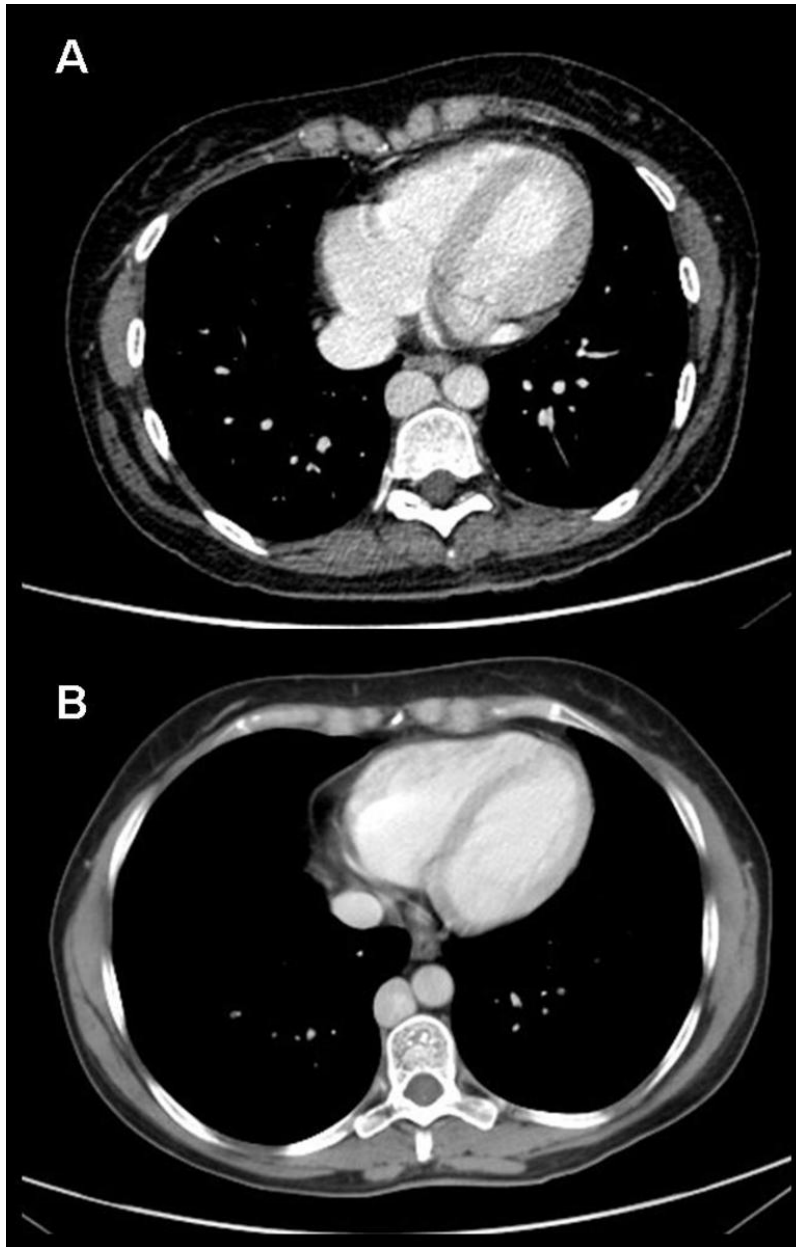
TC de tórax con CIV. A. Paciente diagnosticado de SHA. B. Paciente diagnosticado de SHP. En ambos casos se aprecia un drenaje venoso anómalo en donde las venas suprahepáticas drenan directamente al corazón por un tronco común, y la vena cava inferior se encuentra interrumpida y se continúa con la vena ácigos.
